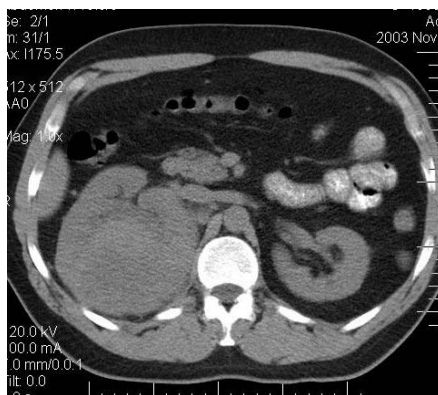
Cancerul renal, jos CT
